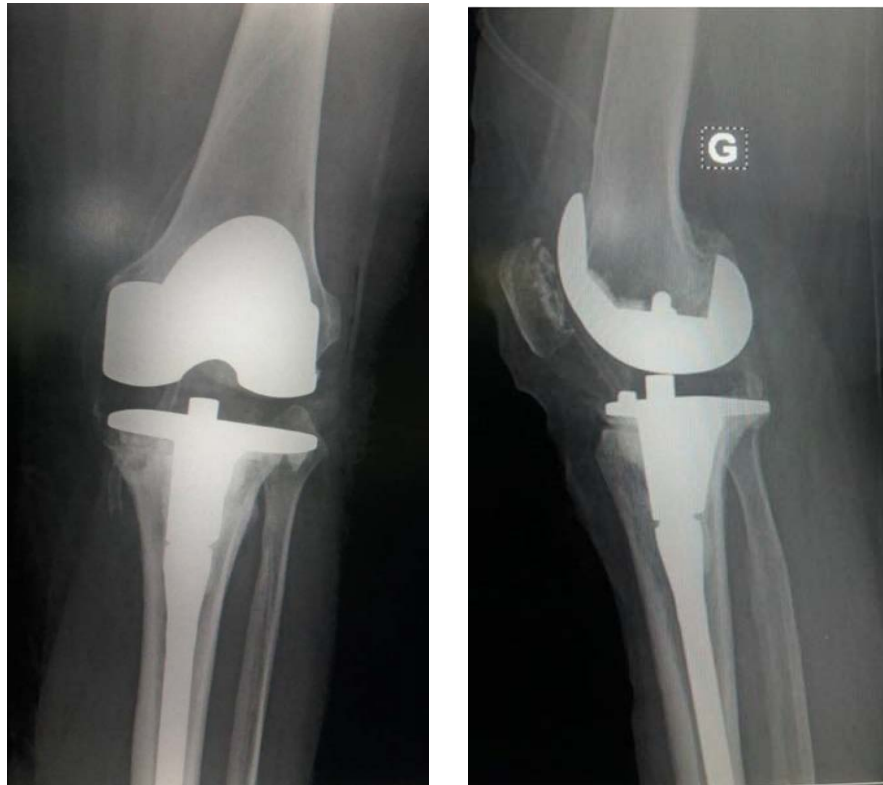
Radiographie de contrôle après la reprise prothétique
